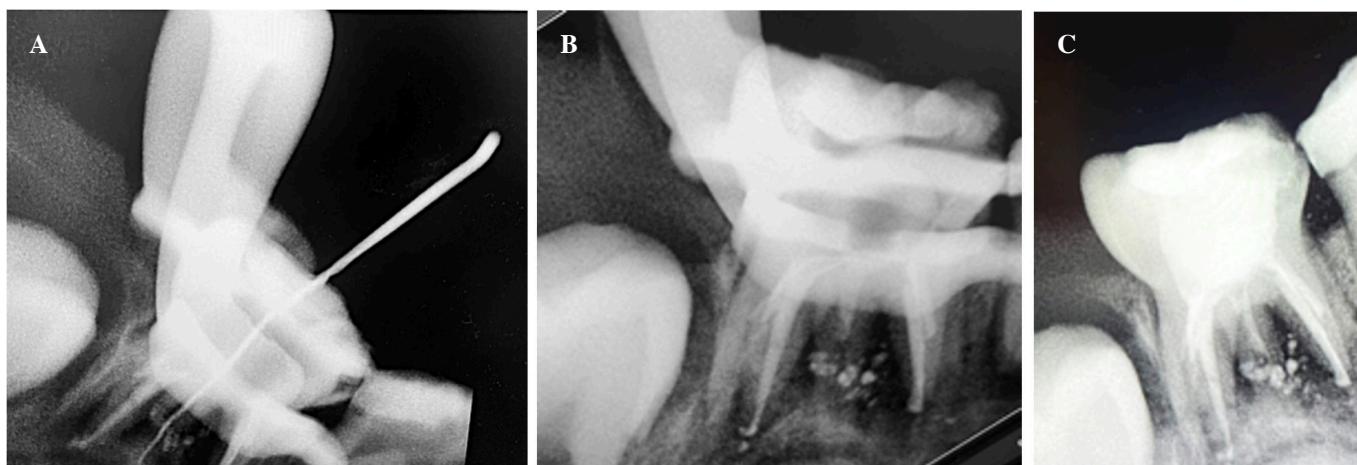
Caso clínico 1. A. Radiografía localización conducto adicional. B. Radiografía control inmediato de obturación. C. Radiografía control postoperatorio inmediato.
